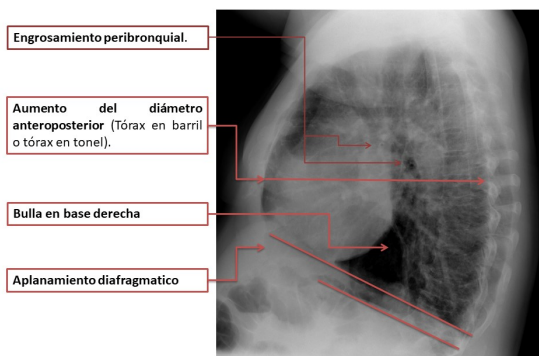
radiografía simple de tórax en proyección Lateral de paciente con EPOC con bronquitis crónica.
